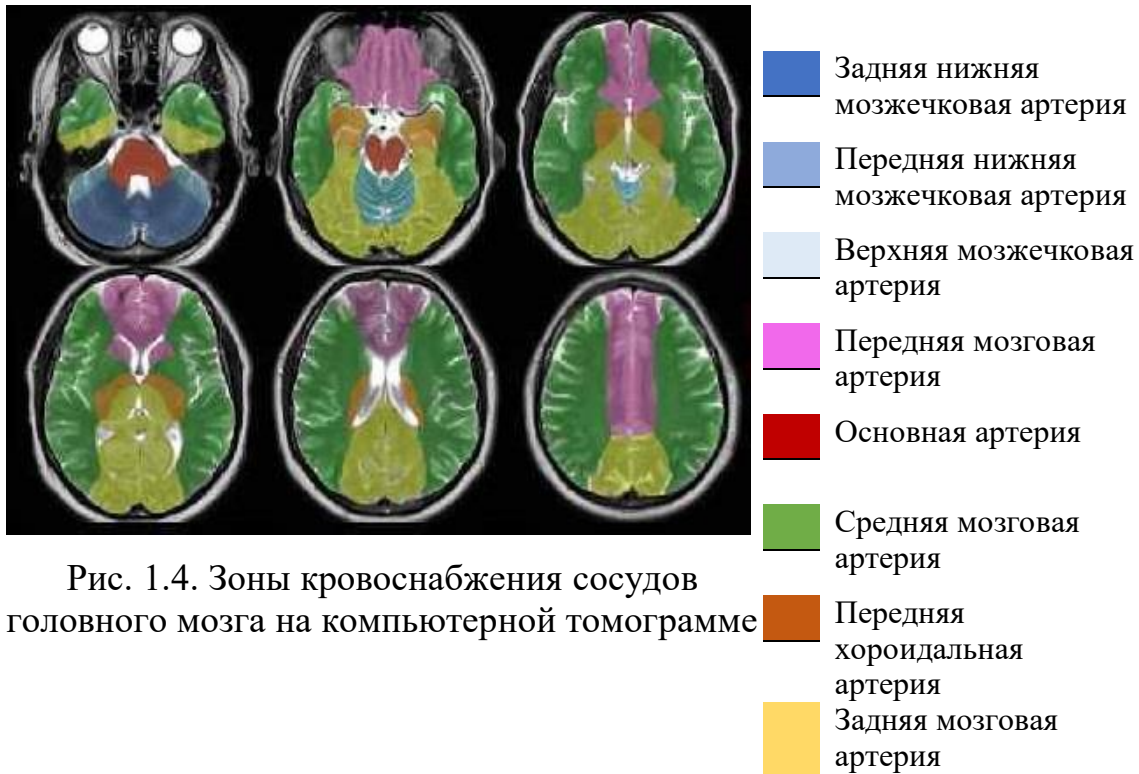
Зоны кровоснабжения сосудов головного мозга на компьютерной томограмме
